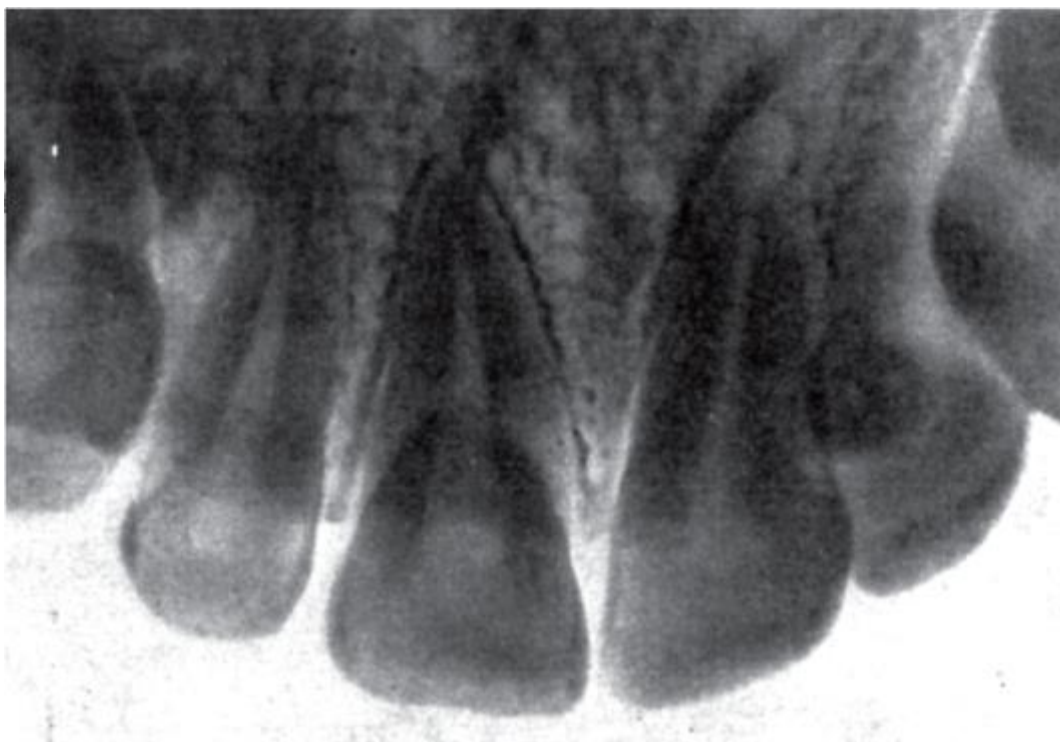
Рентгенограмма верхних резцов
